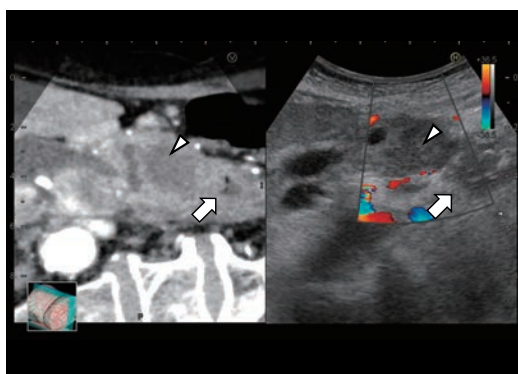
70歳代女性。造影CTをリファレンスとしたフュージョンエコー(心窩部縦走査)。カラードプラにて乏血性の膵癌(矢頭)が十二指腸下縁は超えていないことが分かる。十二指腸(矢印)。
